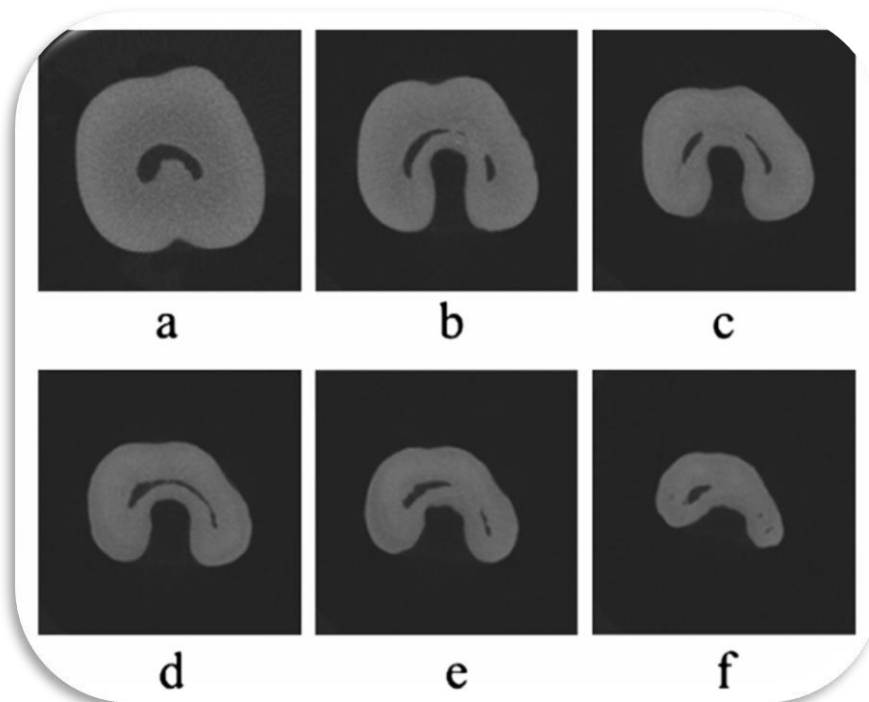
Imágenes obtenidas con tomografía micro-computarizada de un diente con sistema de conductos en C. (a) orificio del conducto; (b) tercio coronal; (c) tercio medio apical; (d) tercio apical; (e) 2mm arriba del tercio apical; (f) 1mm arriba del tercio apical.²⁹
